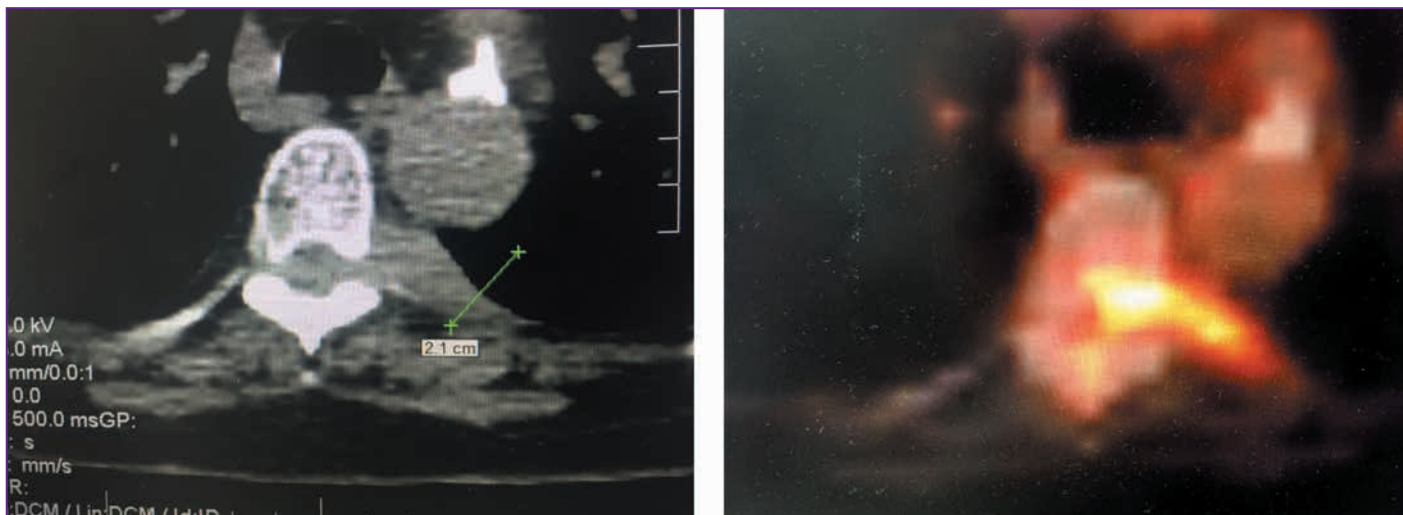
Совмещение изображений КТ и ПЭТ-КТ на этапе планирования биопсии (лимфома атипичной локализации)
